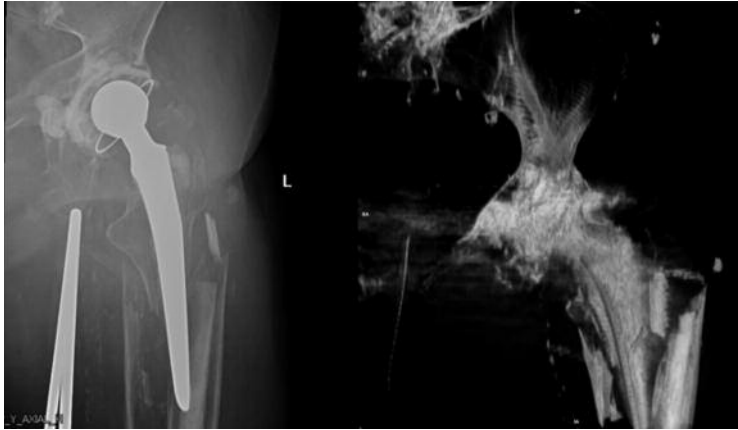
Fractura Vancouver B3 en radiología convencional (izquierda). En la reconstrucción del TAC (derecha) se aprecia un gran defecto óseo metafisario.
